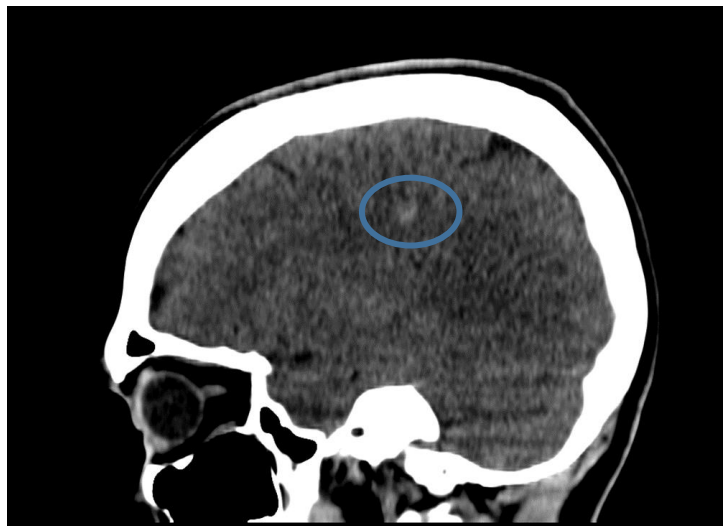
Cortes sagital, coronal y axial de TC cráneo sin contraste intravenoso. Paciente que refiere haberse caído hace 4h bajando de un autobús con posterior pérdida de conocimiento y amnesia temporal. Se visualizan aumentos de densidad que afectan a algunos surcos corticales frontoparietales derechos en relación con hemorragia subaracnoidea.
